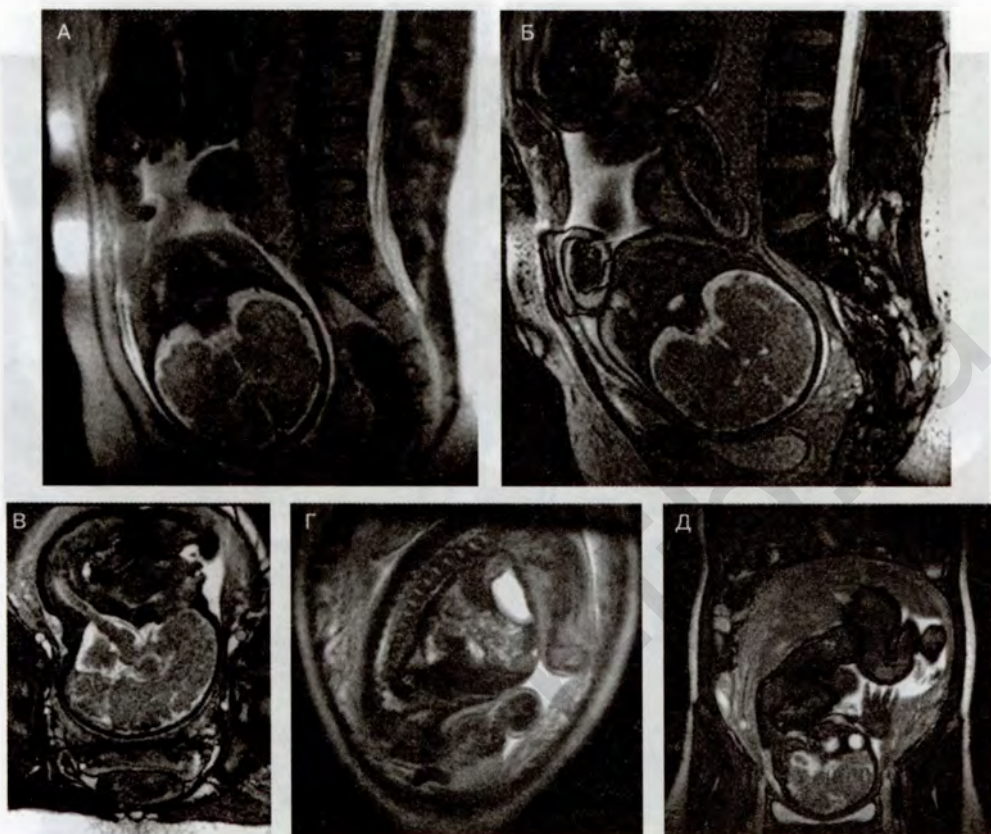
МР-томограммы головного мозга плода на 32–39 неделях гестации (продолжение рис. 57)
